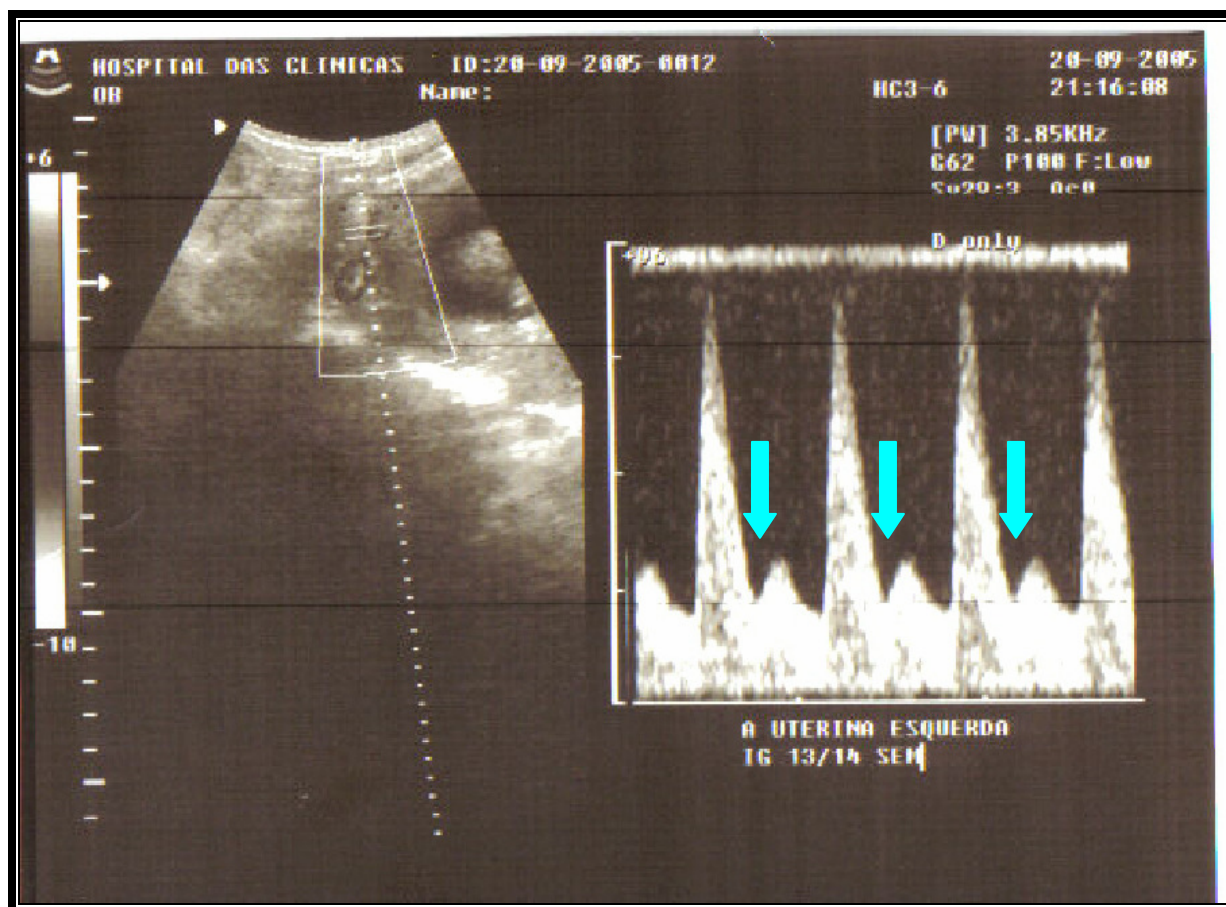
Dopplerfluxometria da artéria uterina materna com incisura protodiastólica. As setas verdes indicam as incisuras diastólicas.
